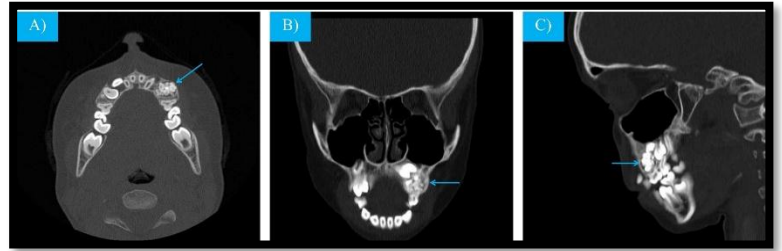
Tomografia computadorizada evidenciando o tumor odontogênico (seta azul) nos cortes A) Axial, B) Coronal e C) Sagital.
